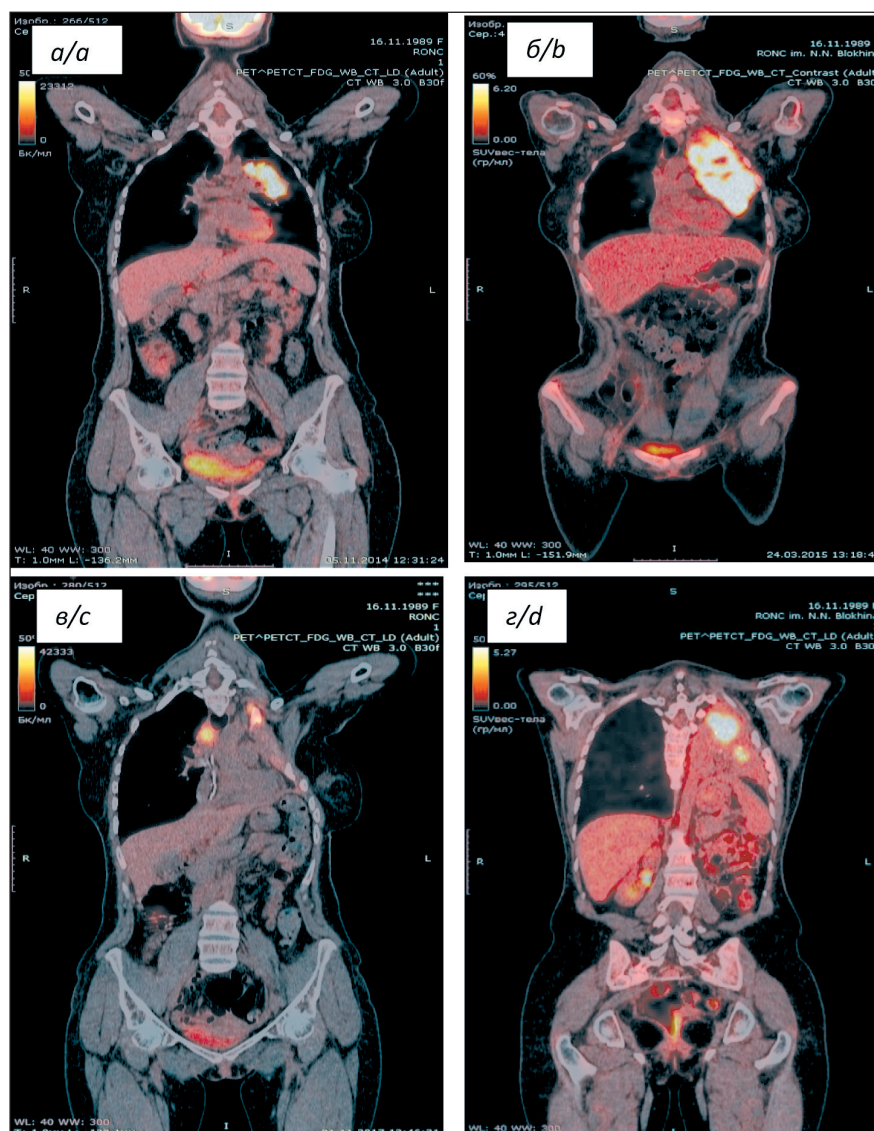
ПЭТ/КТ на разных этапах лечения: а – кратковременное сокращение опухоли средостения в процессе проведения терапии «спасения» (salvage therapy); б – дальнейшее прогрессирование заболевания на фоне терапии брентуксимаб ведотином; в – регрессия опухоли на начальных этапах терапии ниволумабом; г – на длительной терапии ниволумабом, явление «псевдопрогрессирования»
